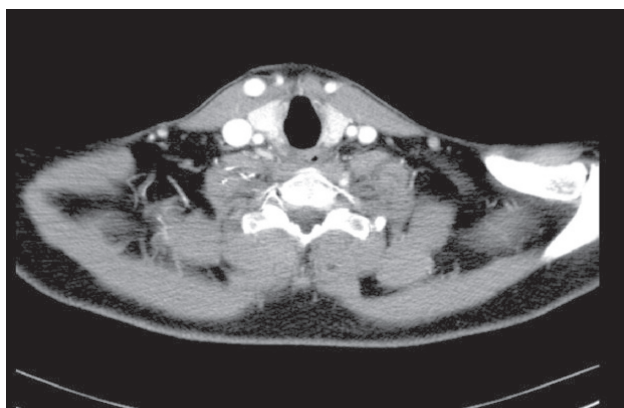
СКТ органов шеи и грудной клетки с внутривенным контрастированием. Дата исследования 13.07.15
